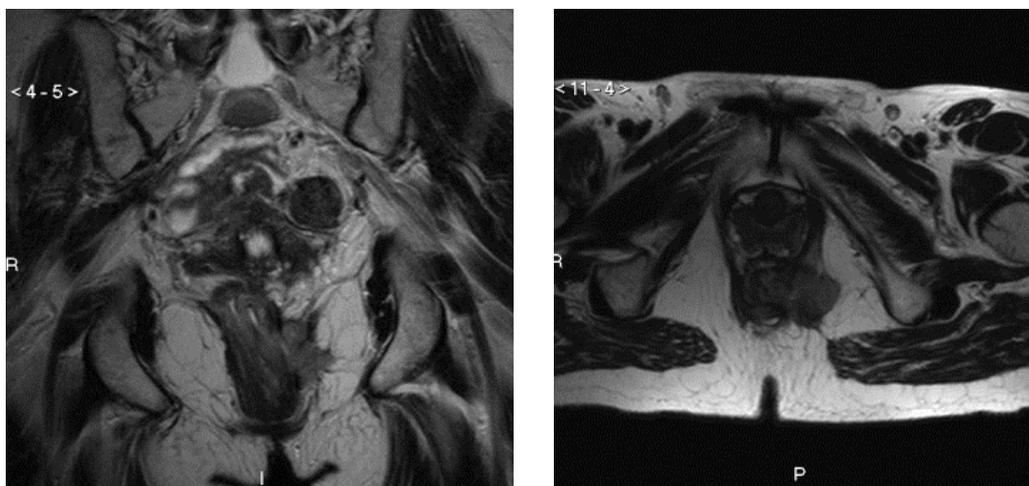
MRI di carcinoma del retto inferiore che invade sfintere interno, esterno, elevatore dell'ano e grasso della fossa ischio-rettale sx
